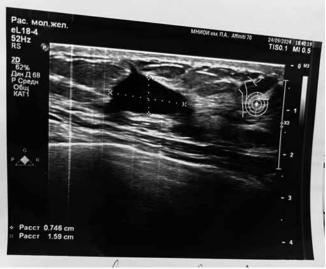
Ультразвковая картина новообразования Fig. 16. Ultrasound image of the tumor
